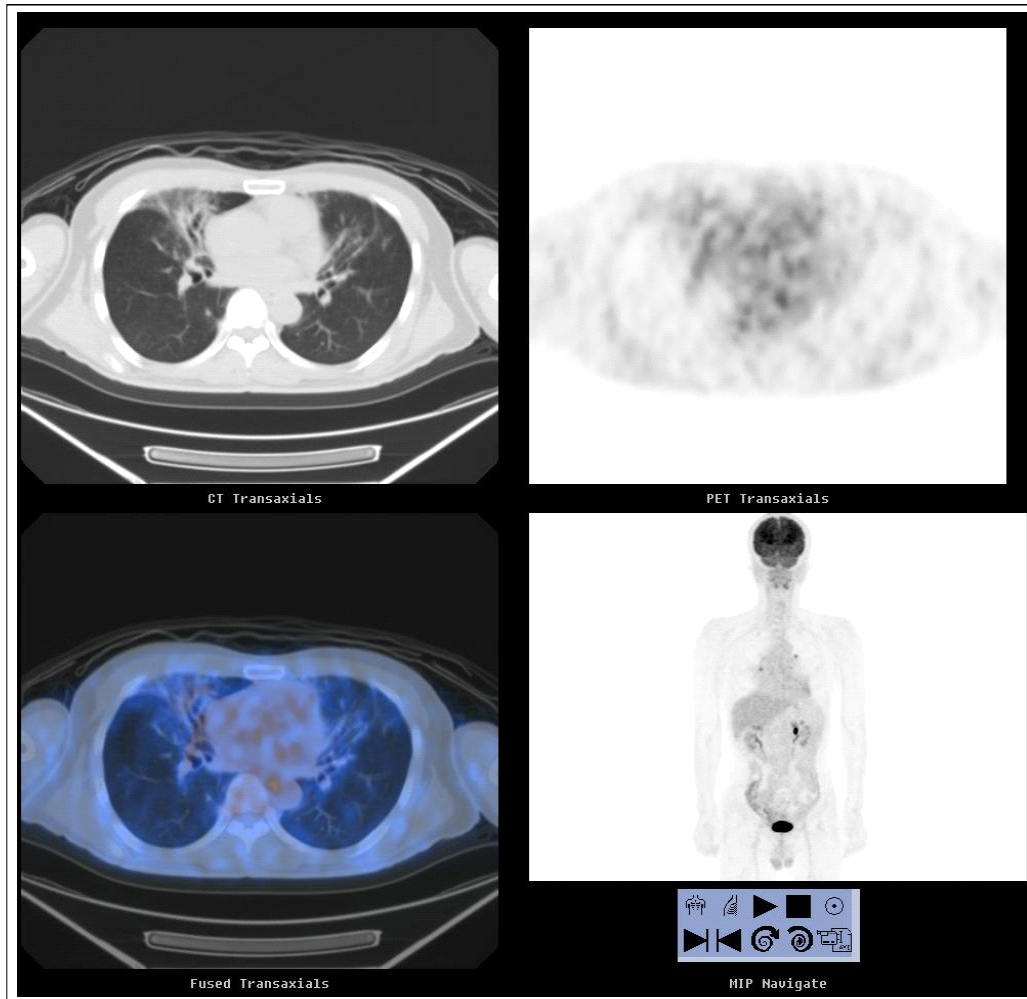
PET CT shows the decreased FDG uptake compared with previous study in right middle lobe and left lingular division. The subcarinal lymph node is disappeared in FDG uptake after 6th chemotherapy.
